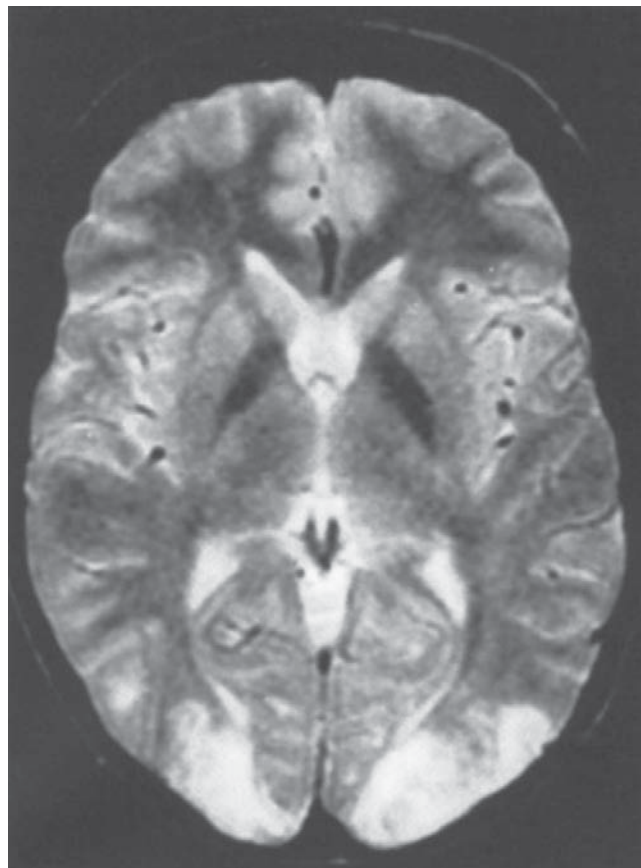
IRM de cerebro de un paciente con signos de intoxicación con ciclosporina. Observe áreas brillantes en T2 a nivel de la unión parieto occipital.
